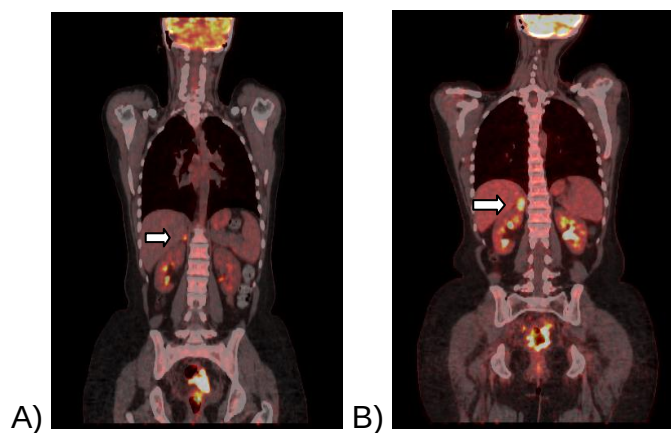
Imagens de ¹⁸F-FDG PET/CT de paciente com câncer de reto não respondedor à quimioirradiação.
